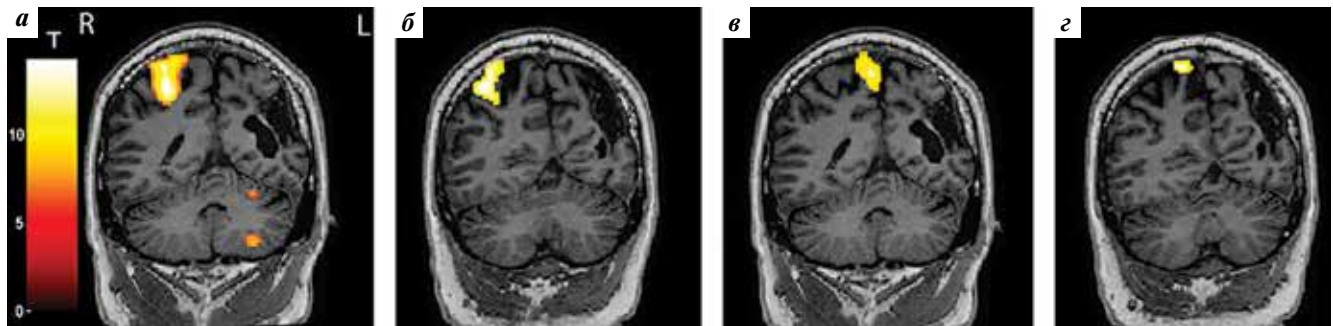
Магнитно-резонансные томограммы с реконструкцией во фронтальной плоскости и данными функциональной магнитно-резонансной томографии о локализации зон активации левых руки и ноги: а – при движении в локтевом суставе левой руки; б – при тактильной стимуляции левой кисти; в – при движении в левом голеностопном суставе; г – при тактильной стимуляции левой стопы
